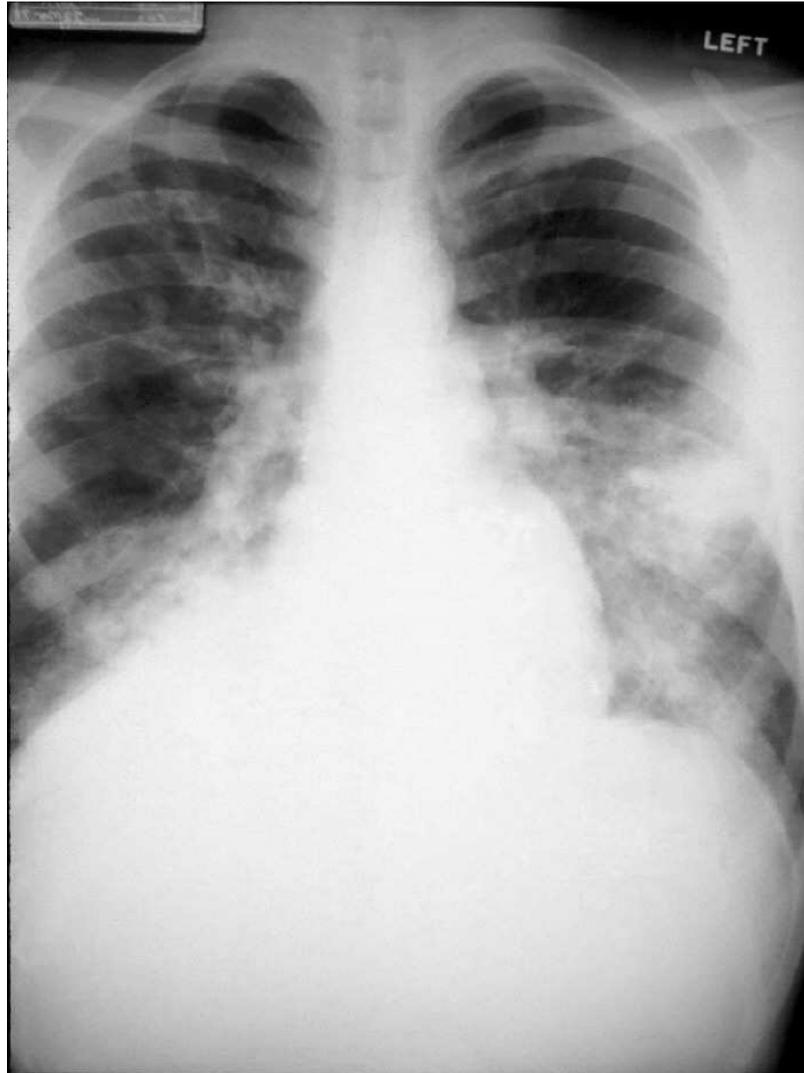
radiographie du thorax d'un cas d'oedème pulmonaire de haute altitude
